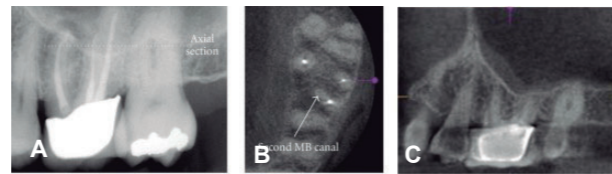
El examen radiográfico del primer molar superior muestra lesión periapical. En la imagen con CBCT (B) axial y (C) parasagital, se observa el conducto mesiopalatino sin tratar.
